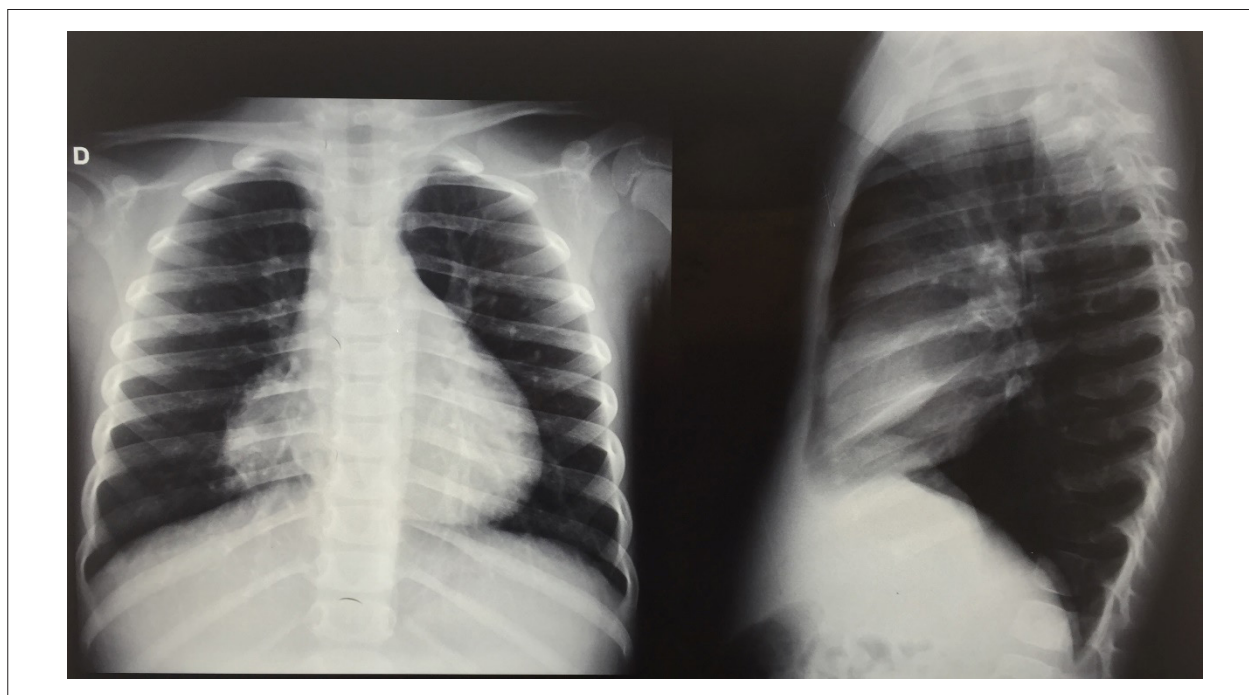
Radiografia de tórax (PA e perfil): área de opacidade ovalada em ângulo cardiofrênico direito com imagem correspondente em perfil.
